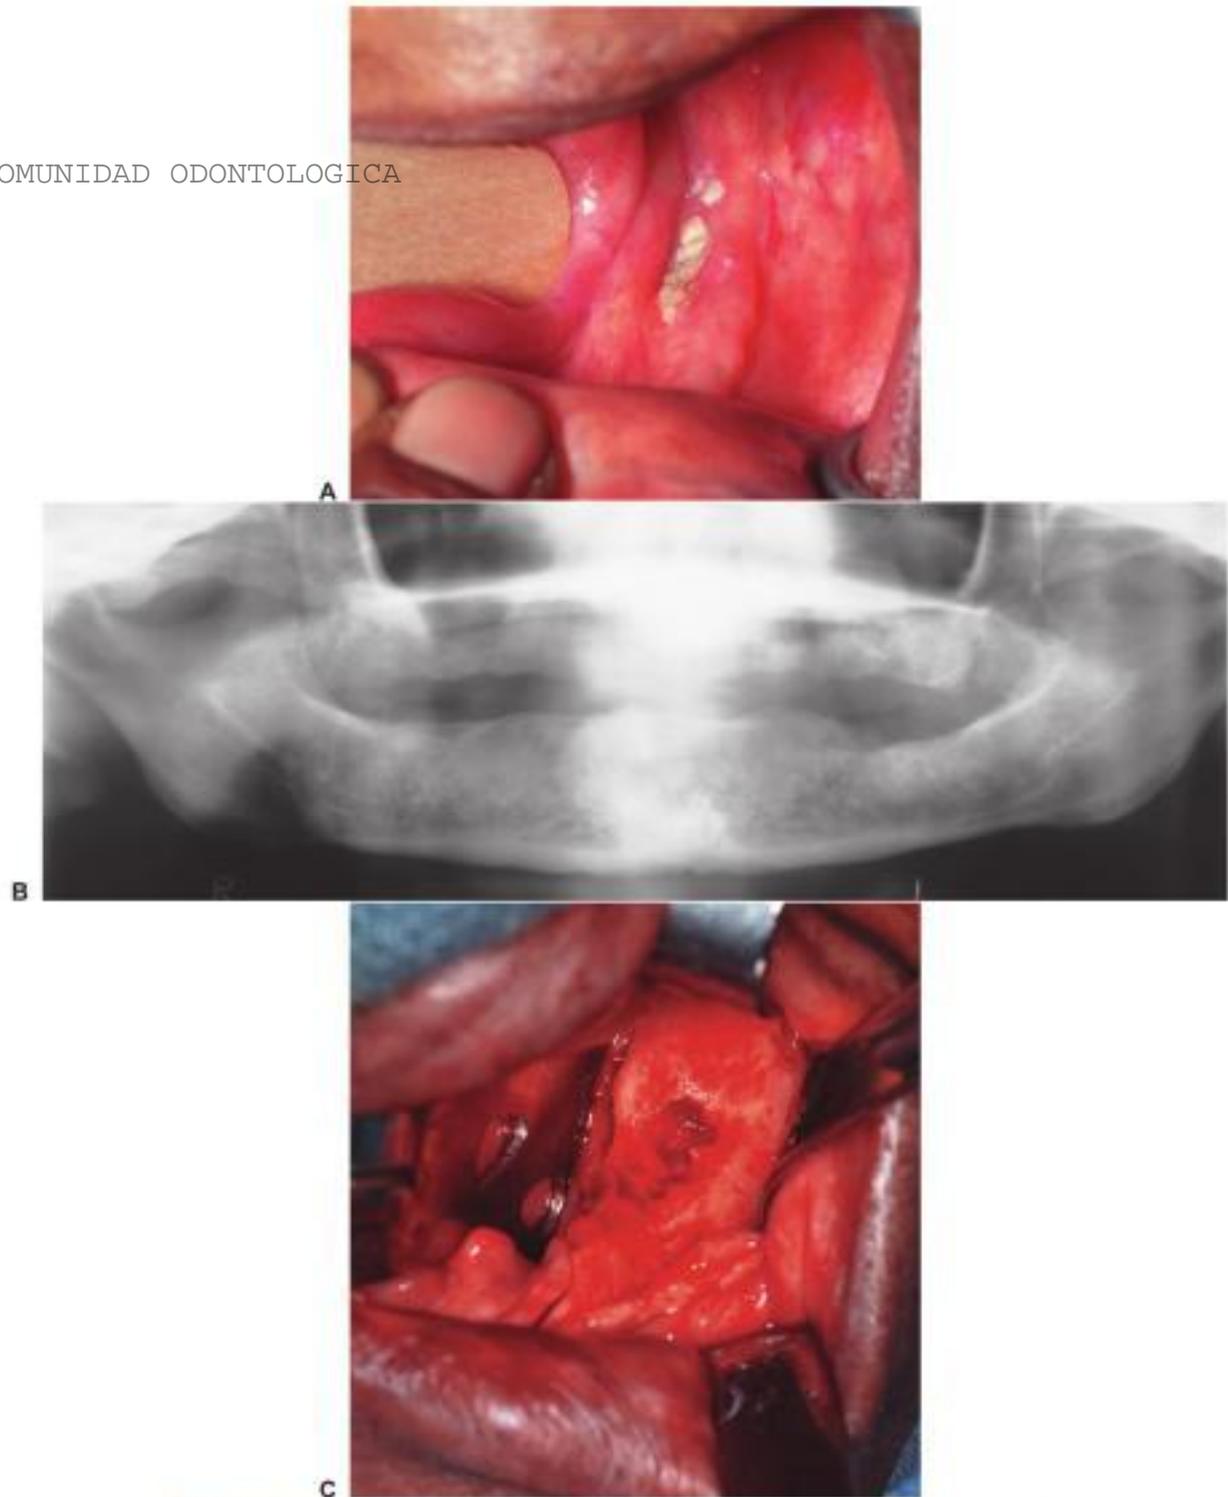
Osteoradionecrosis de la mandíbula izquierda. Este paciente se sometió a un ciclo de radioterapia para un carcinoma de células escamosas. La dentición se extrajo en el momento de la resección del cáncer. El paciente recibió oxígeno hiperbárico antes y después del tratamiento de osteoradionecrosis. A, Hueso devitalizado expuesto a lo largo del reborde alveolar de la mandíbula izquierda. B, Radiografía panorámica que muestra irregularidad difusa sin buena corticalización de la cresta alveolar. C, La exposición quirúrgica de la zona muestra márgenes de hueso devitalizado y un cráter central carente de hueso.
